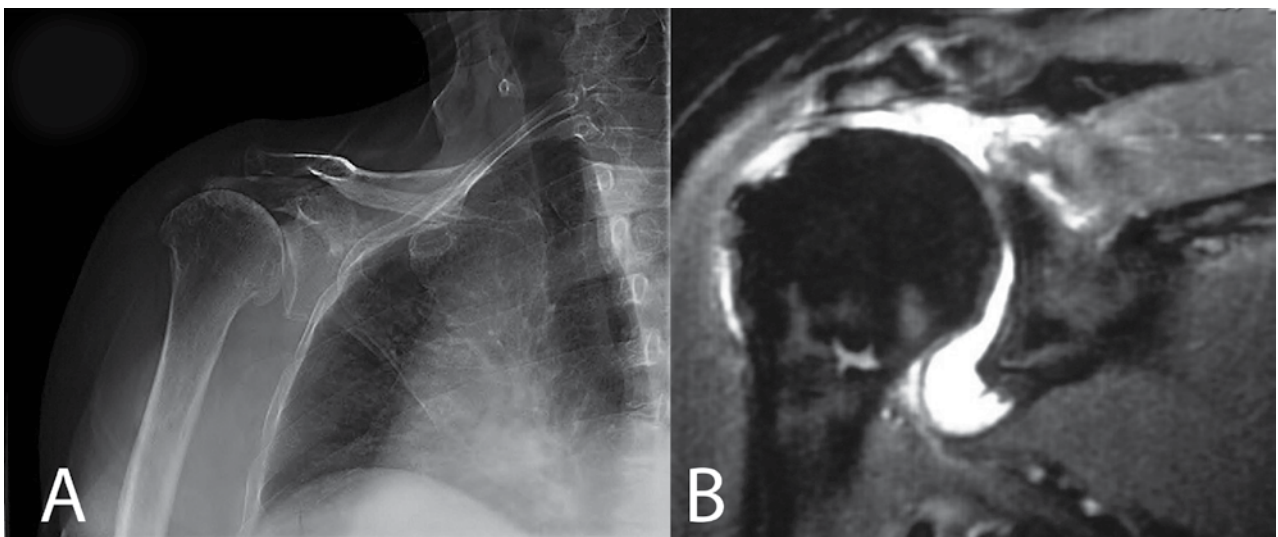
A) RX y B) RMN de un paciente clasificado como una lesión tipo 4, artropatía por manguito rotador.
